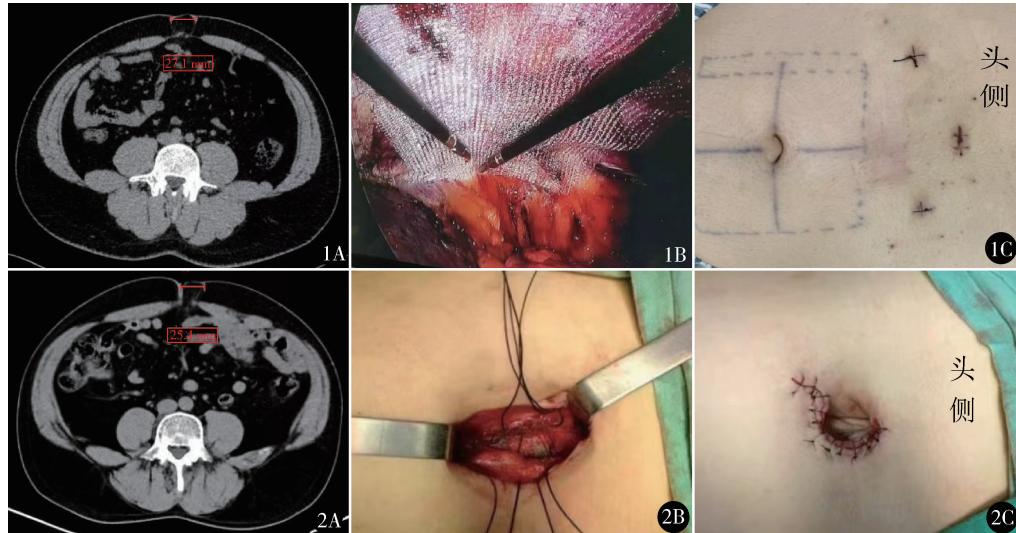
经腹膜前间隙微创脐疝修补术(MI-RUHP):A. 术前 CT 显示脐疝疝环直径 27.1 mm;B. 放置补片,无需缝合;C. 术后切口
